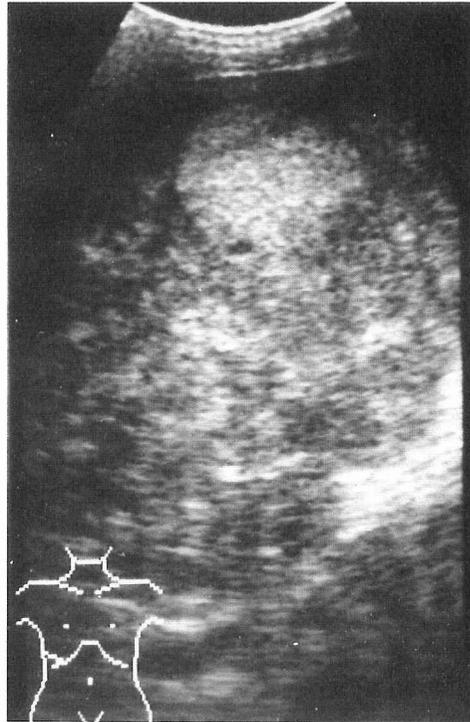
Ultrasonography shows a huge echogenic mass in the right hepatic lobe.
